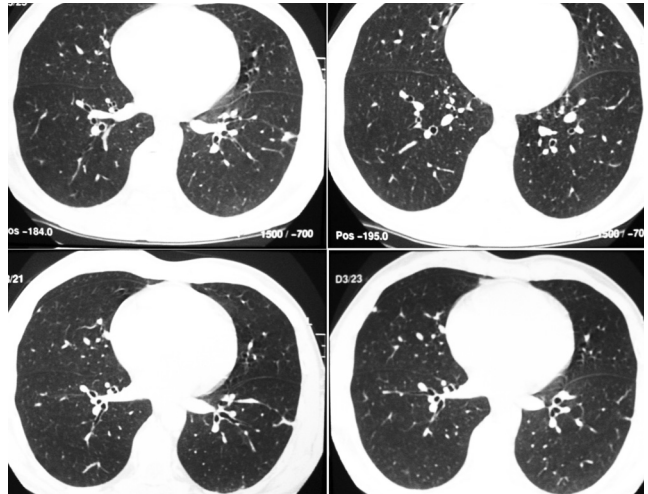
Cortes axiais de tomografia de alta resolução com 1mm de espessura realizada 10 meses após o tratamento, notando-se desaparecimento completo dos nódulos
